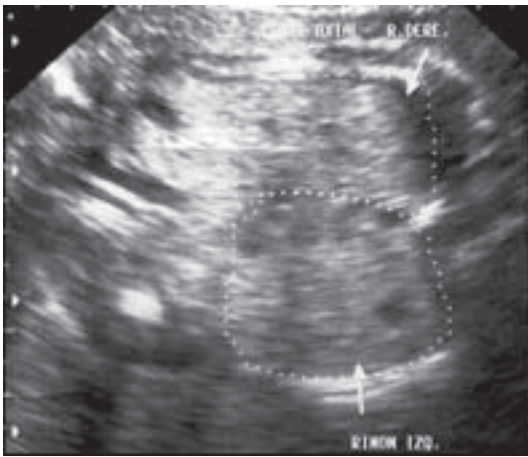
Feto 1. Ecosonograma obstétrico: Feto de 30 semanas, riñones aumentados de tamaño (delimitados por las líneas de puntos) hiperecogénicos, sin diferenciación de la corteza renal y ausencia de pelvis renal, con múltiples imágenes quísticas de diferentes tamaños.
